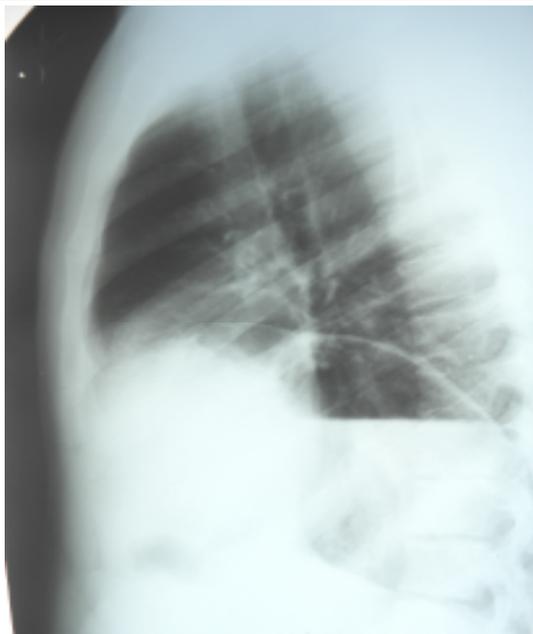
Левая боковая рентгенограмма грудной клетки больного А.
